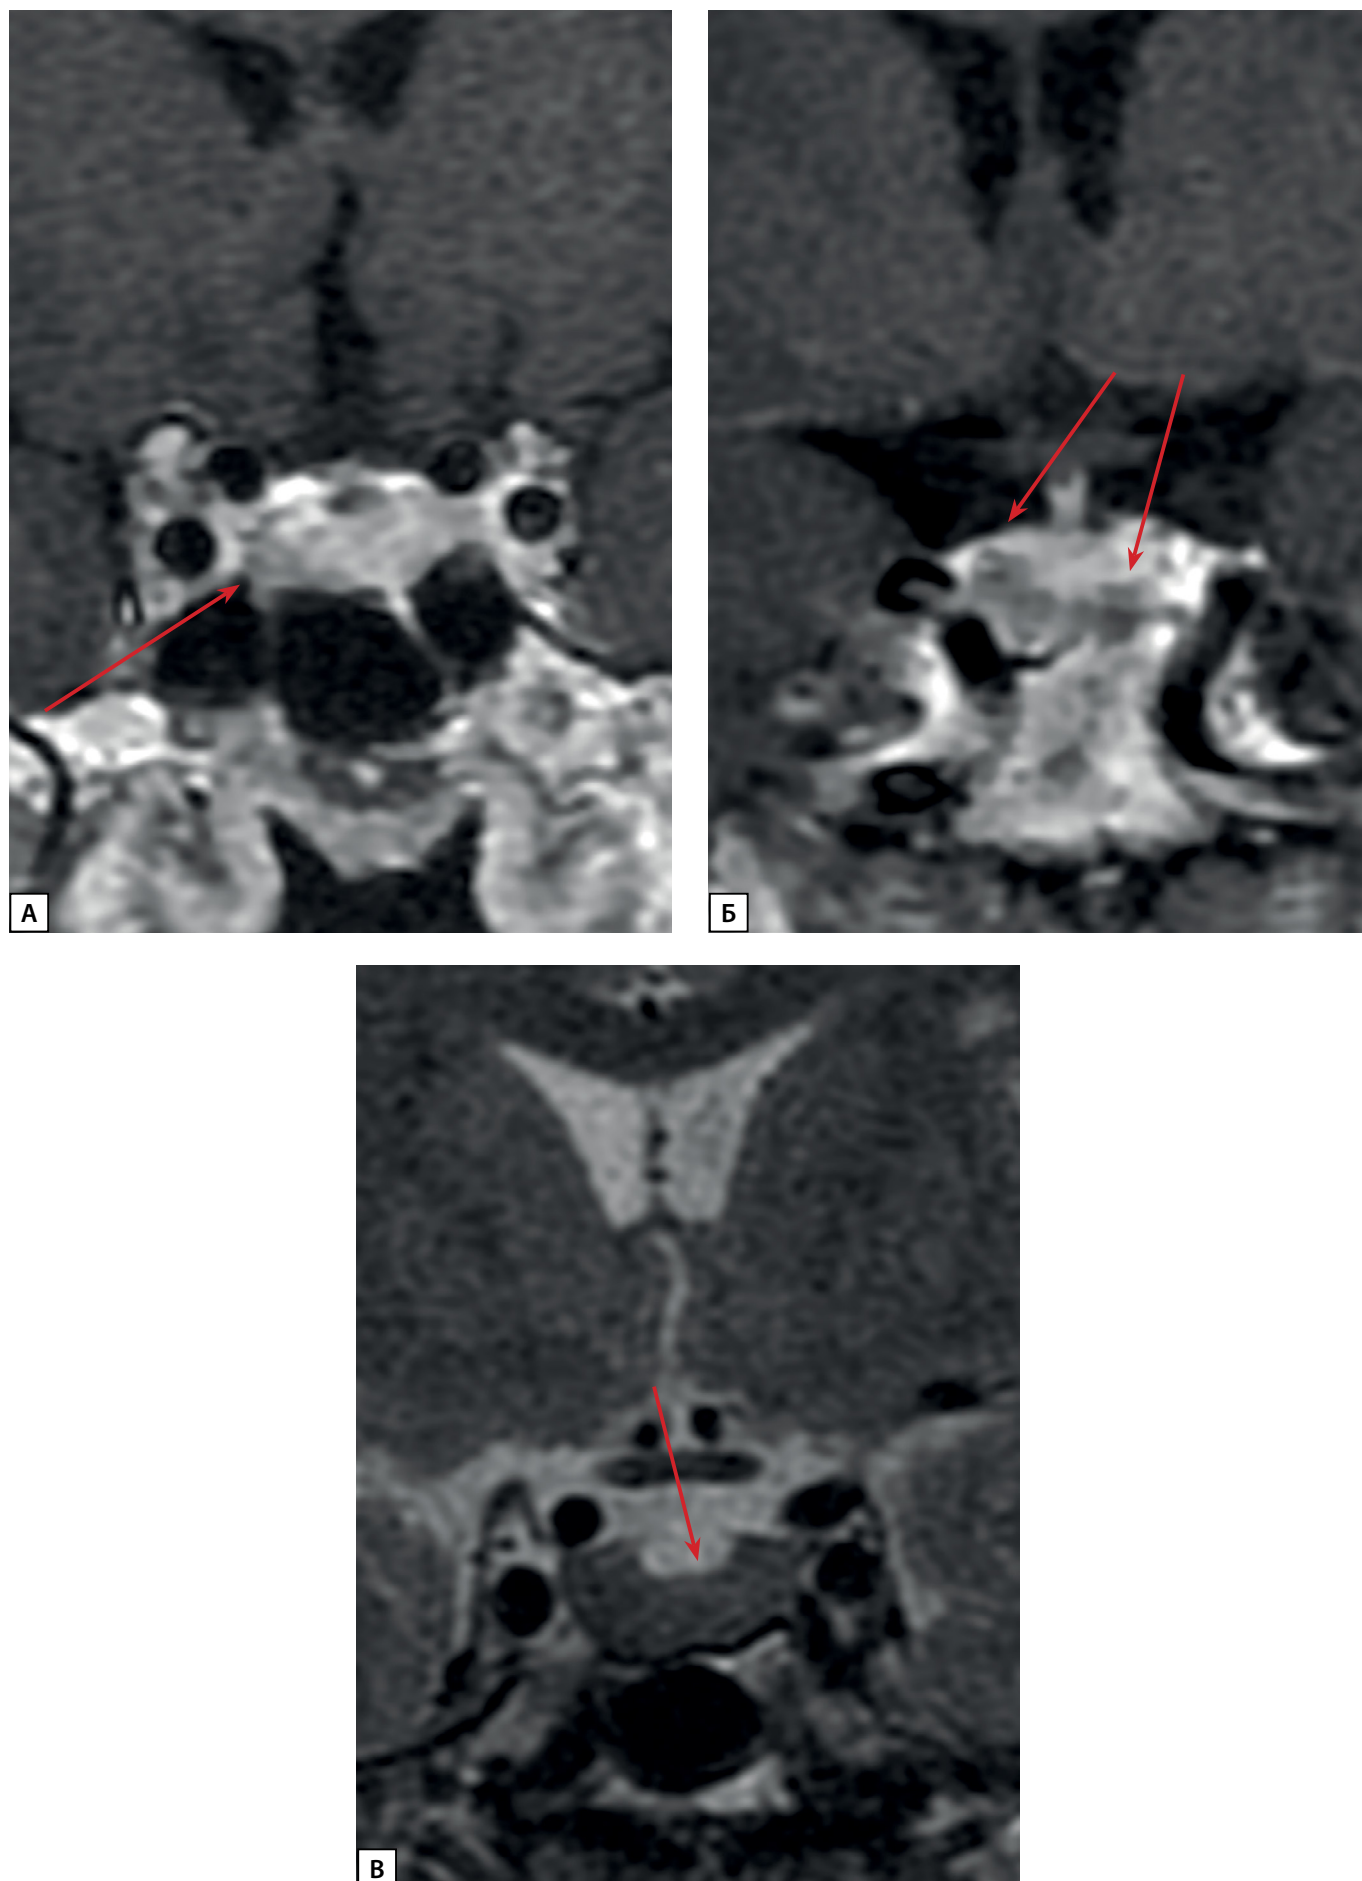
МРТ гипофиза пациентки С.Н.Ю., корональная проекция: А. T1 ВИ с контрастным усилением. Микроаденома в левом отделе аденогипофиза (стрелка) Б. T1 ВИ с контрастным усилением. Киста кармана Ратке (стрелки) В. T2 ВИ. Диффузно-сниженный МР-сигнал на T2 ВИ от ткани аденогипофиза (стрелка).
